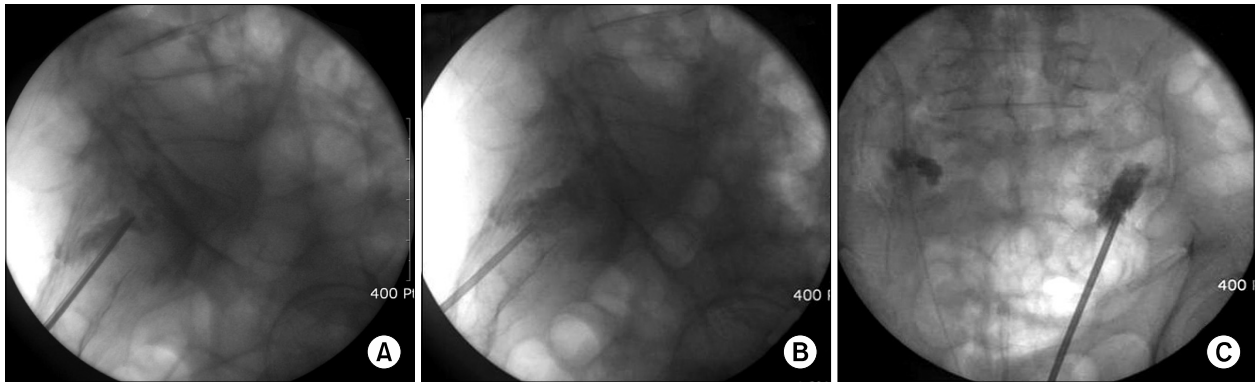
Lateral fluoroscopic image shows the needle placement inferior to midpoint of S1 vertebral body (A). The needle is placed a little downward to S2 vertebral body after injection of cement at the final needle positioning (B). AP radiography shows the direction of needle in the left sacroplasty and cement fillings in the both sacral ala (C).
